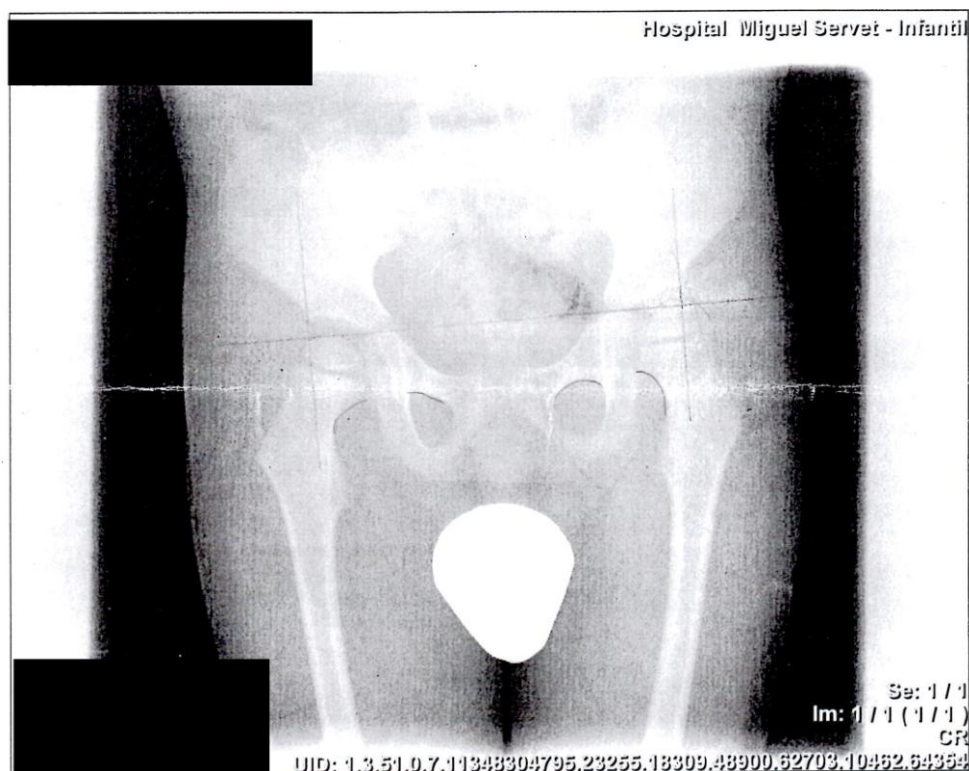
Radiografía cadera.
